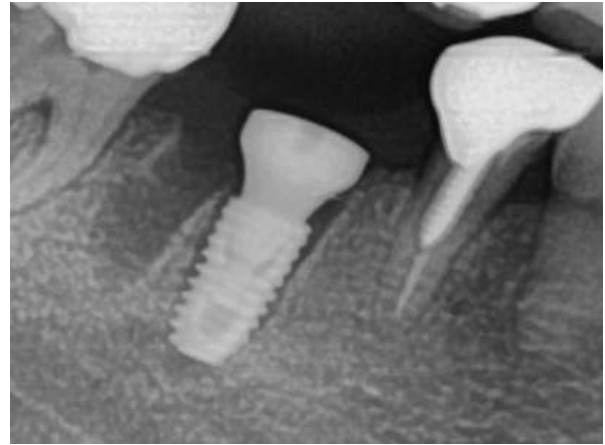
Radiograph after implantation.
